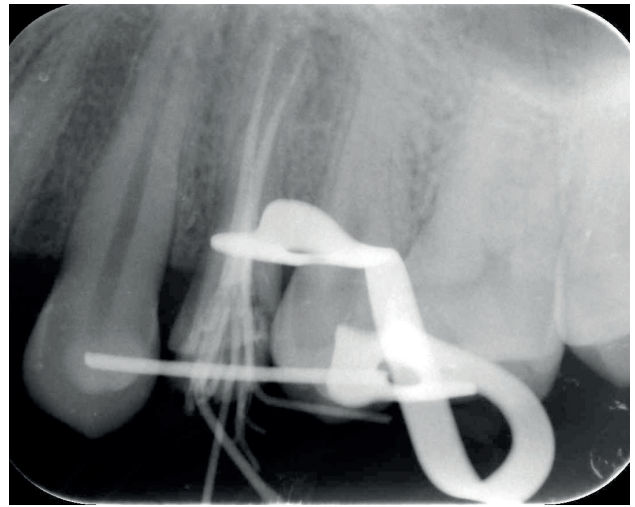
Radiografía periapical a las dos semanas, en el momento de la endodondia.
